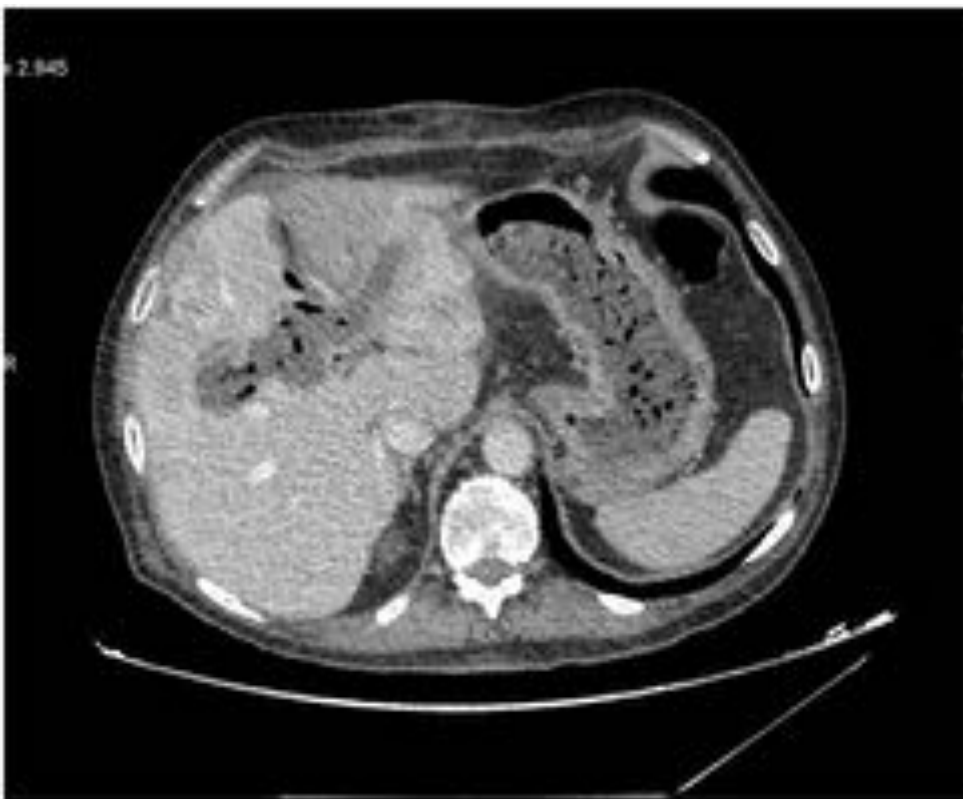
Imagen de TC abdominal en paciente trasplantado en el que se aprecia dilatación de la vía biliar intrahepática secundaria a isquemia por estenosis arterial severa. Presenta aire en su interior por sobreinfección bacteriana del área de necrosis.
